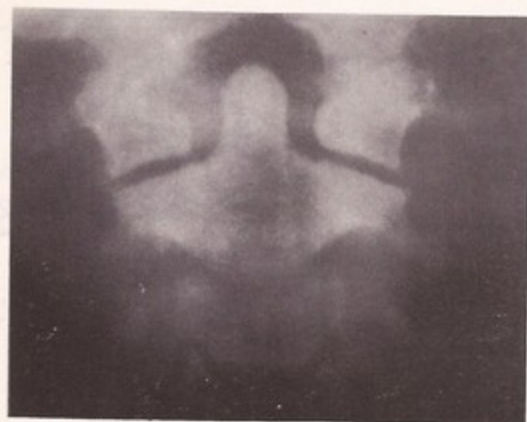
Tomografía frontal de la articulación craneovertebral.
